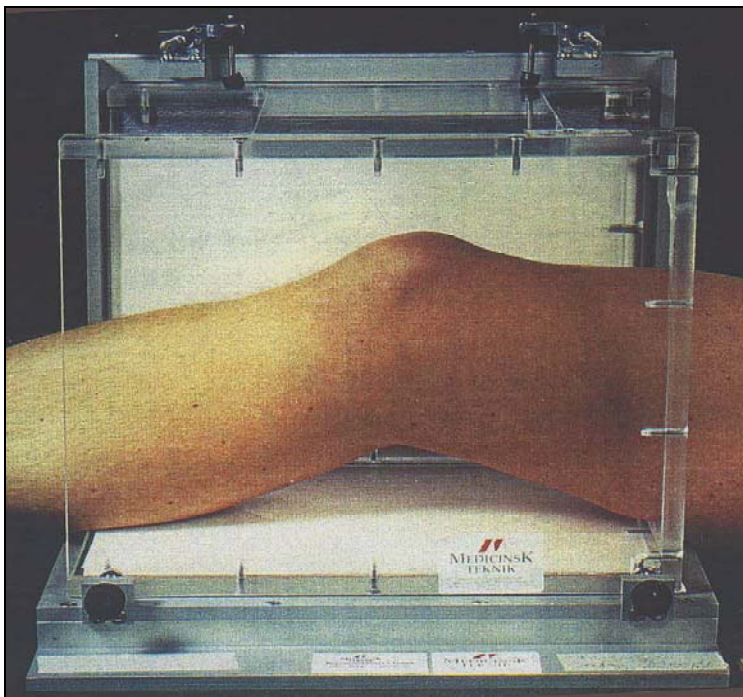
Knie im Kalibrierungskasten zur simultanen antero-posterioren und medio-lateralen Röntgenaufnahme
